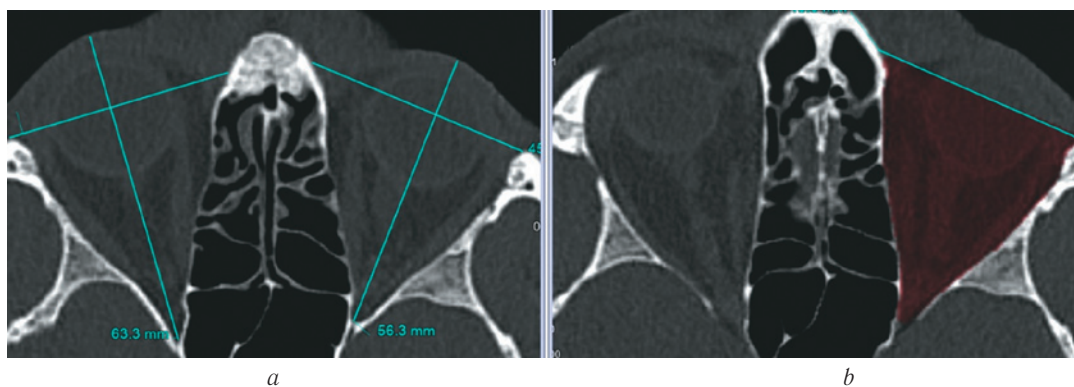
МСКТ, средняя зона лица, костный режим. Аксиальная реконструкция. Определение наружных границ орбит
